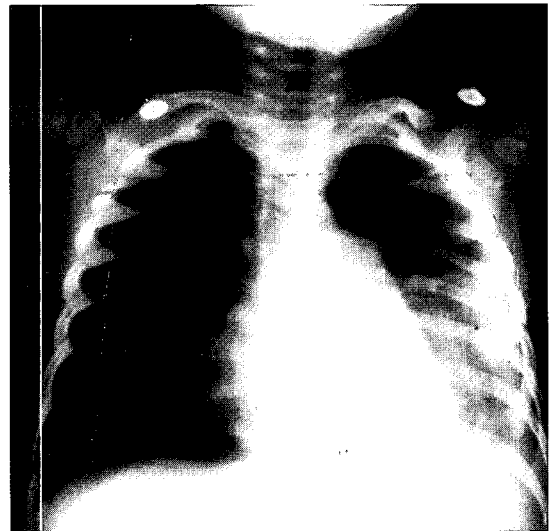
Chest X-ray of case 1 shows left lower lobe consolidation and left pleural effusion.
